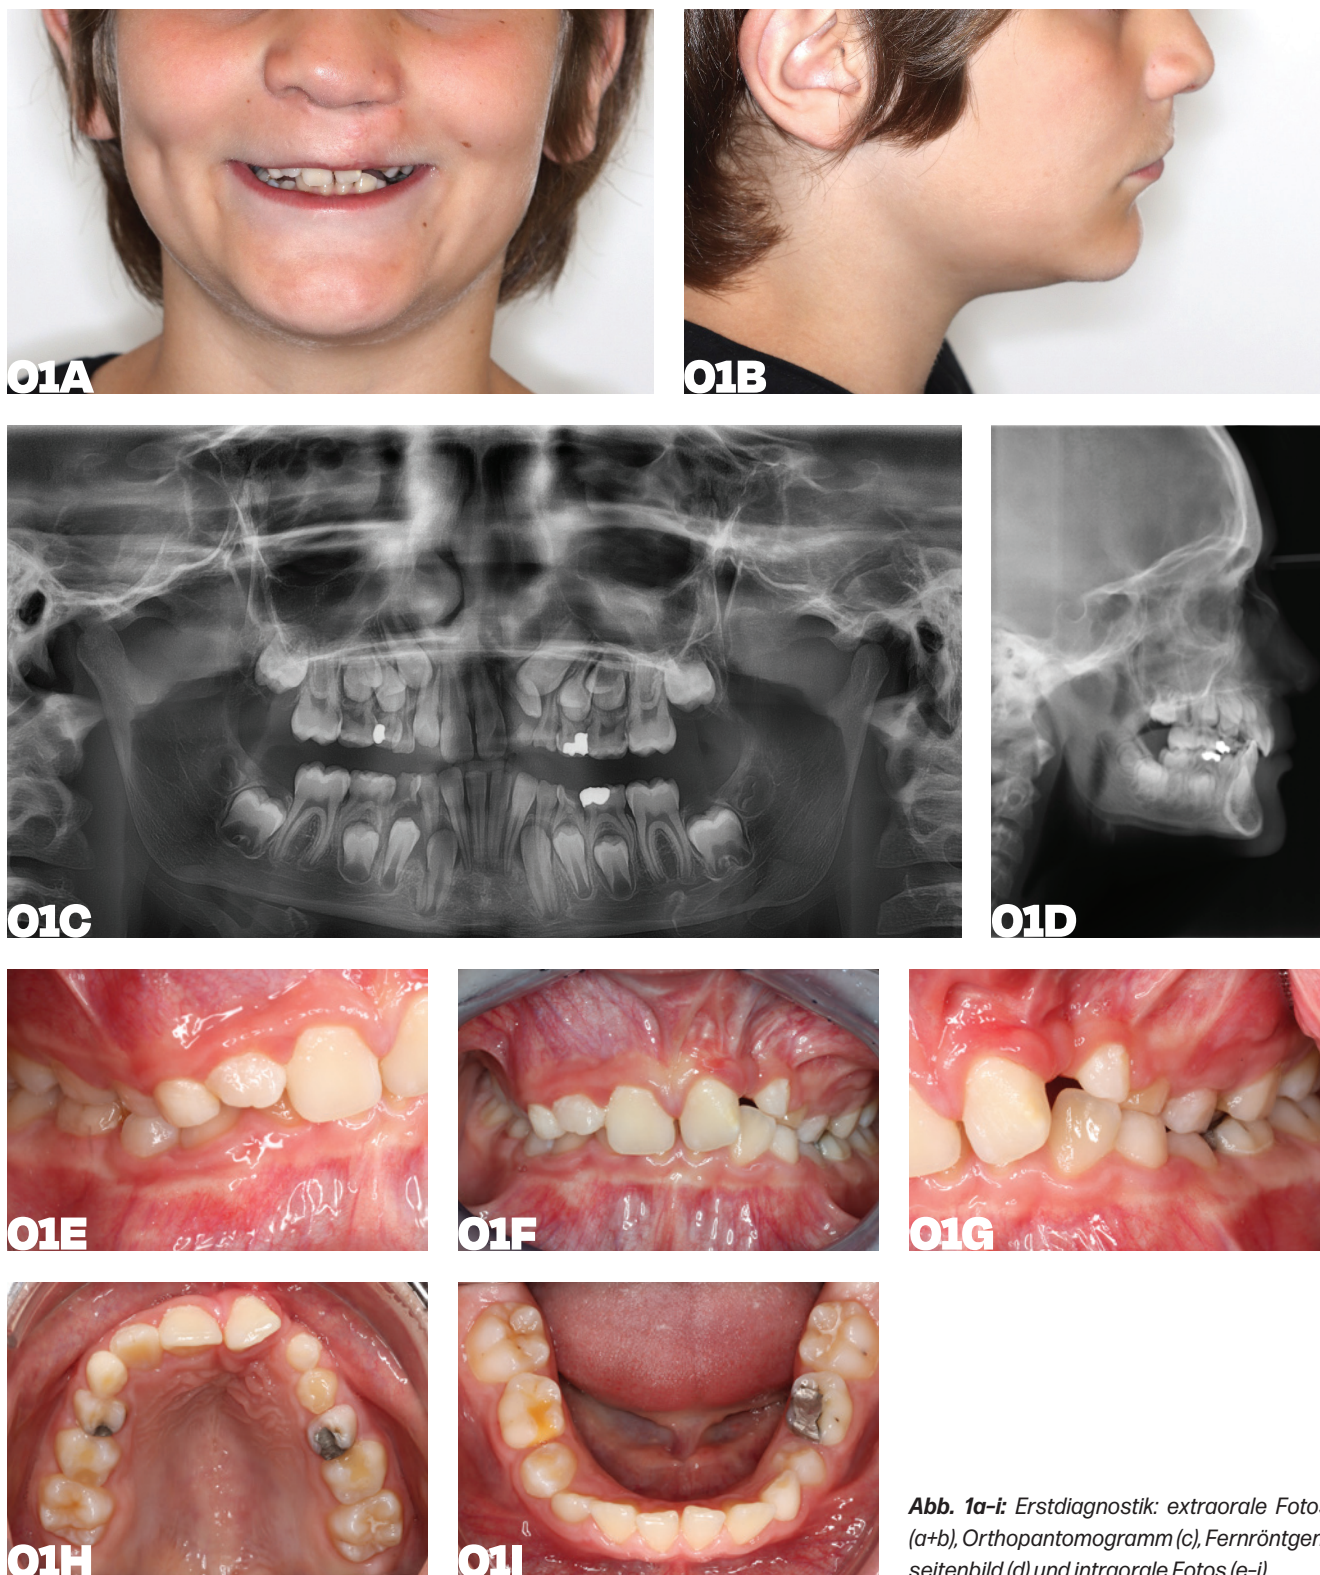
Erstdiagnostik: extraorale Fotos (a+b), Orthopantomogramm (c), Fernröntgen-seitenbild (d) und intraorale Fotos (e-i).
